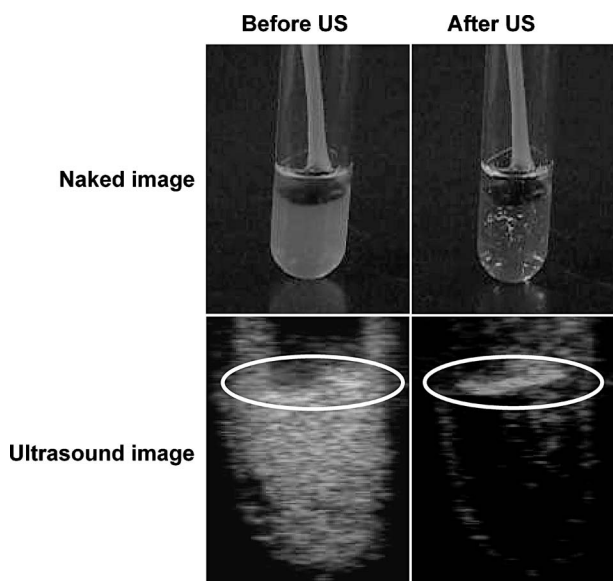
Induction of Cavitation with Bubble Liposome and Ultrasound
